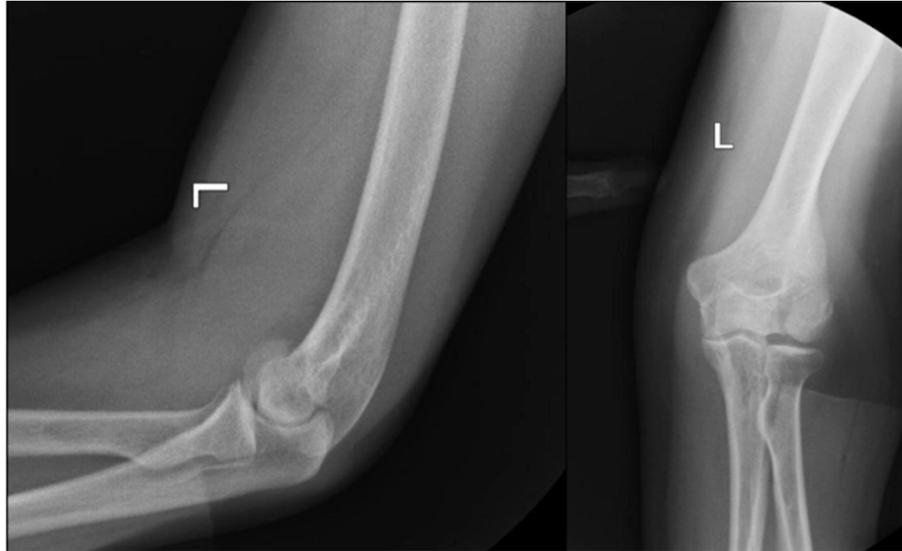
Рентгенограммы левого локтевого сустава
